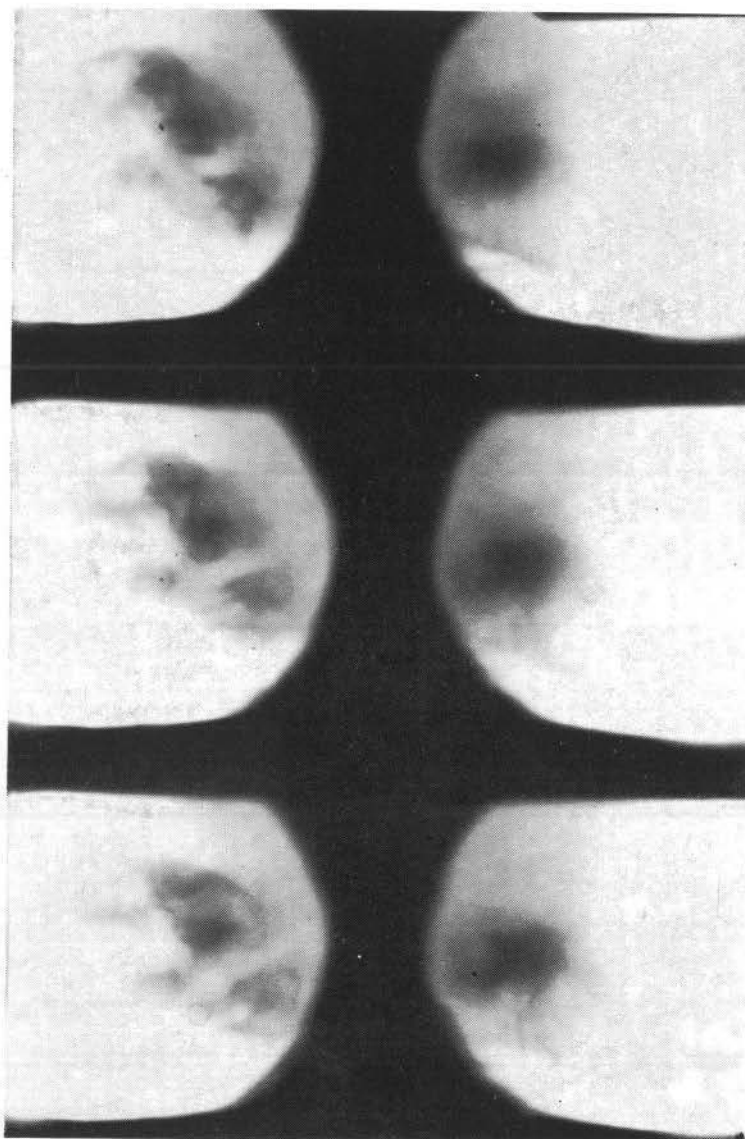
Tomografia ipocicloidale. Visione comparativa.
